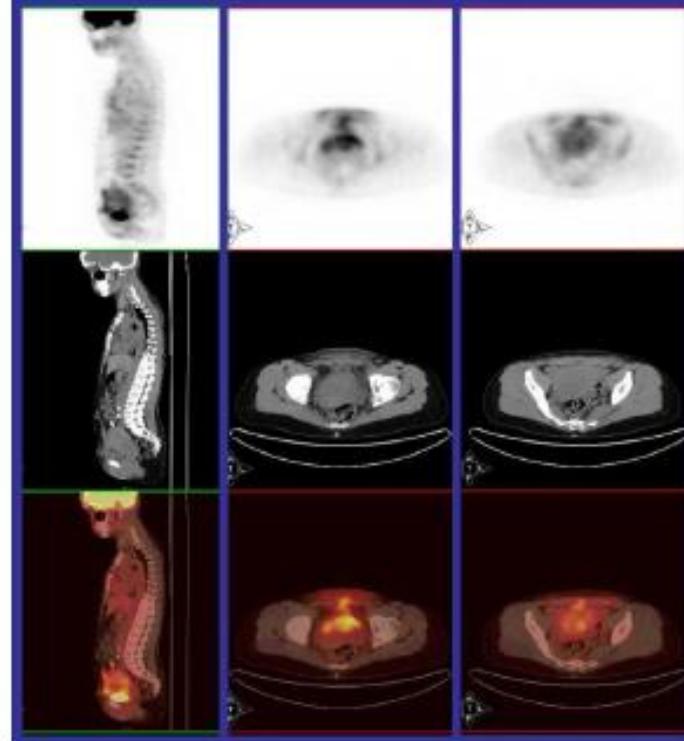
Intense, heterogeneous FDG uptake in the uterus after delivery.
